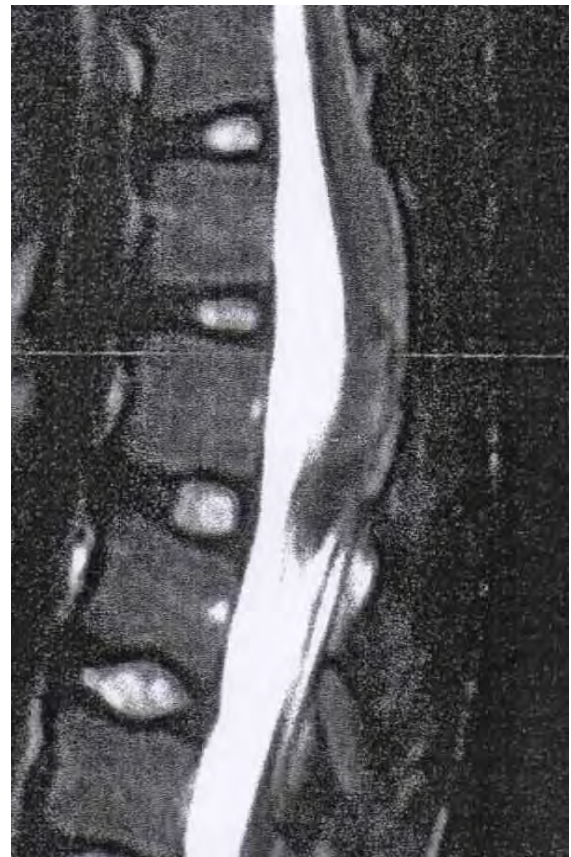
IRM post opératoire en pondération T2 : Expansion des espaces sous arachnoïdiens
